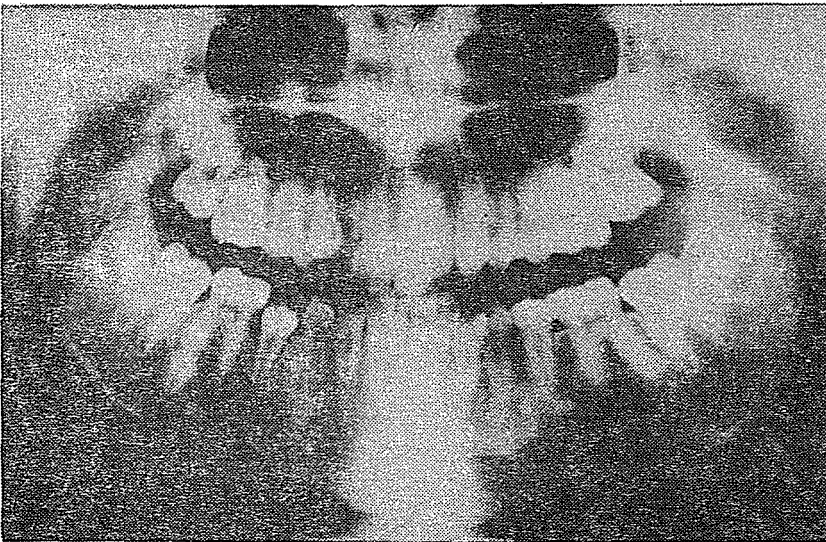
Ortopantomografía: se observan múltiples ce
